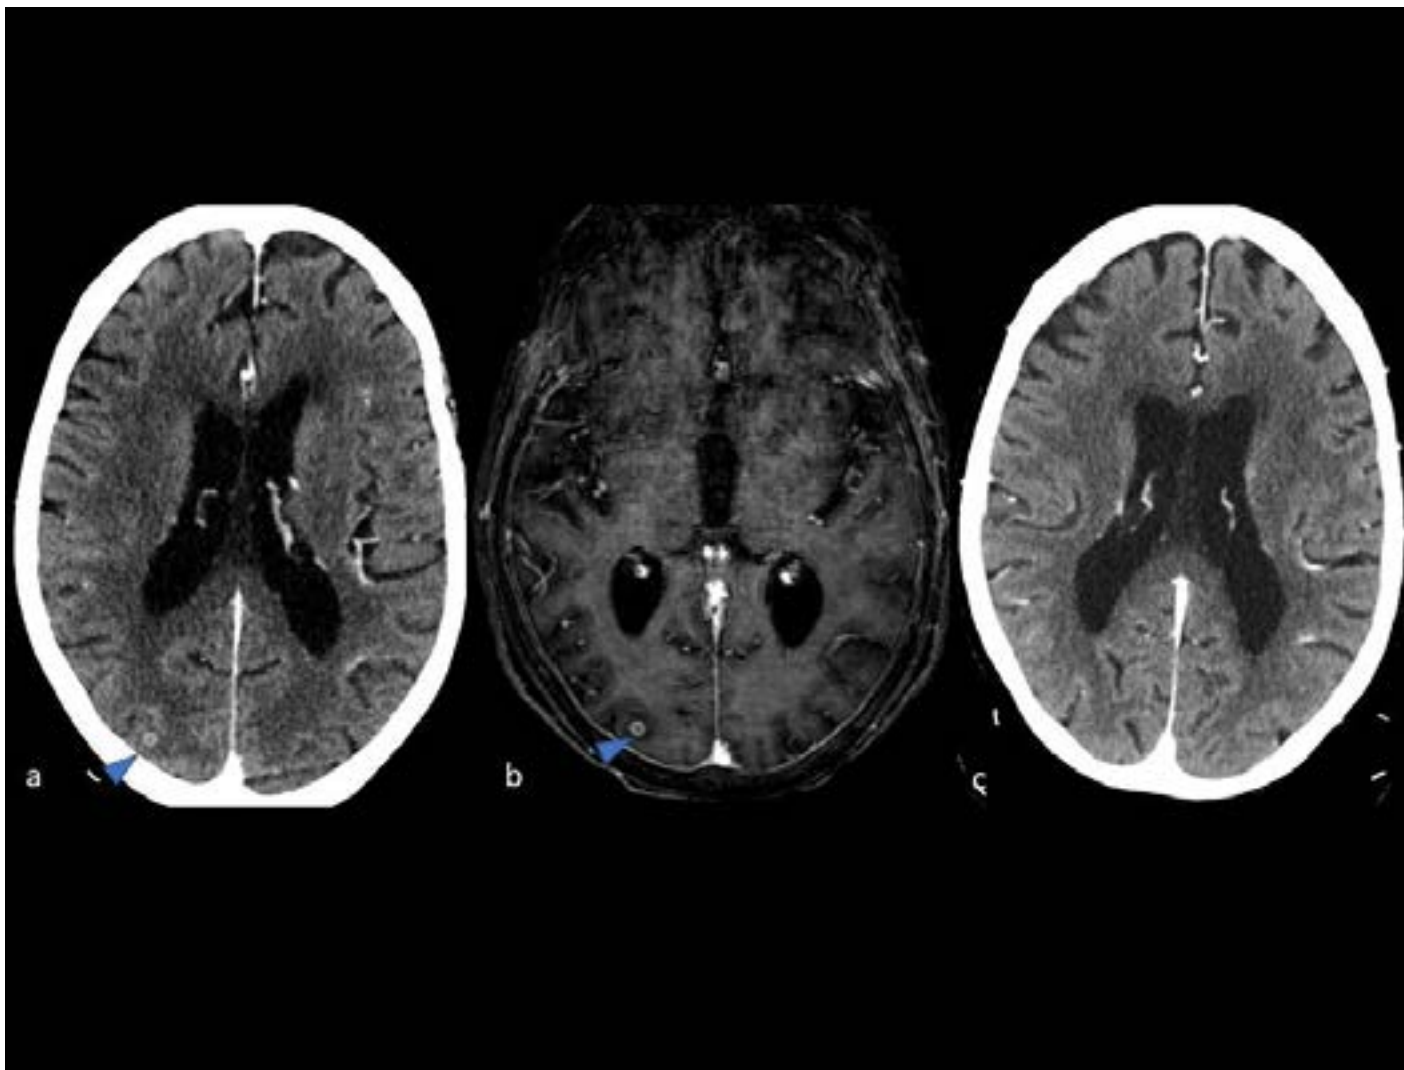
A,B) TC y RM cerebral al diagnóstico: se muestra 1 de las 5 lesiones redondeadas de pequeño tamaño con centro necrótico y captación de contraste en anillo objetivadas, compatibles con abscesos piogénicos. La RM de control a las 4 semanas (no incluida) constató buena evolución radiológica, con práctica resolución todos los abscesos a excepción del del polo occipital derecho. C) TC cerebral a los 4 meses: no se identifican hallazgos de significación patológica.
